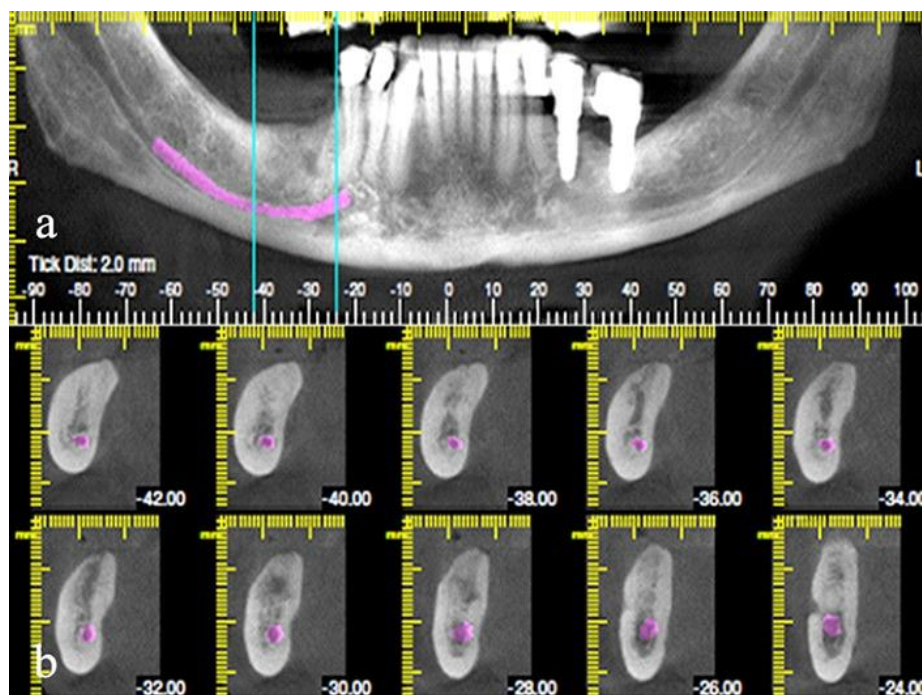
Primjena CBCT-a u stomatologiji
